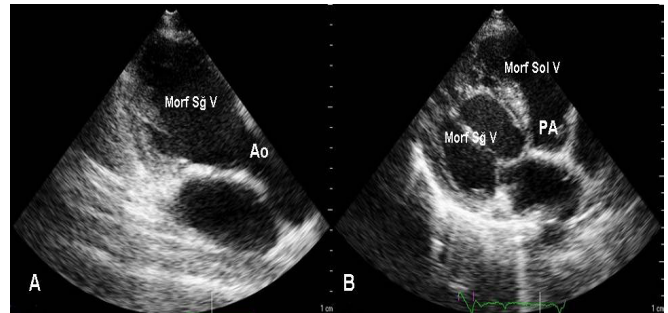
Transtorasik ekokardiyografide morfolojik sağ ventrikül solda aortaya bağlanırken (A), morfolojik sol ventrikül sağda pulmoner artere bağlanmaktadır (B). Ao-aorta, PA-pulmoner arter, Morf Sg V-morfolojik sağ ventrikül, Morf Sol V-morfolojik sol ventrikül.
